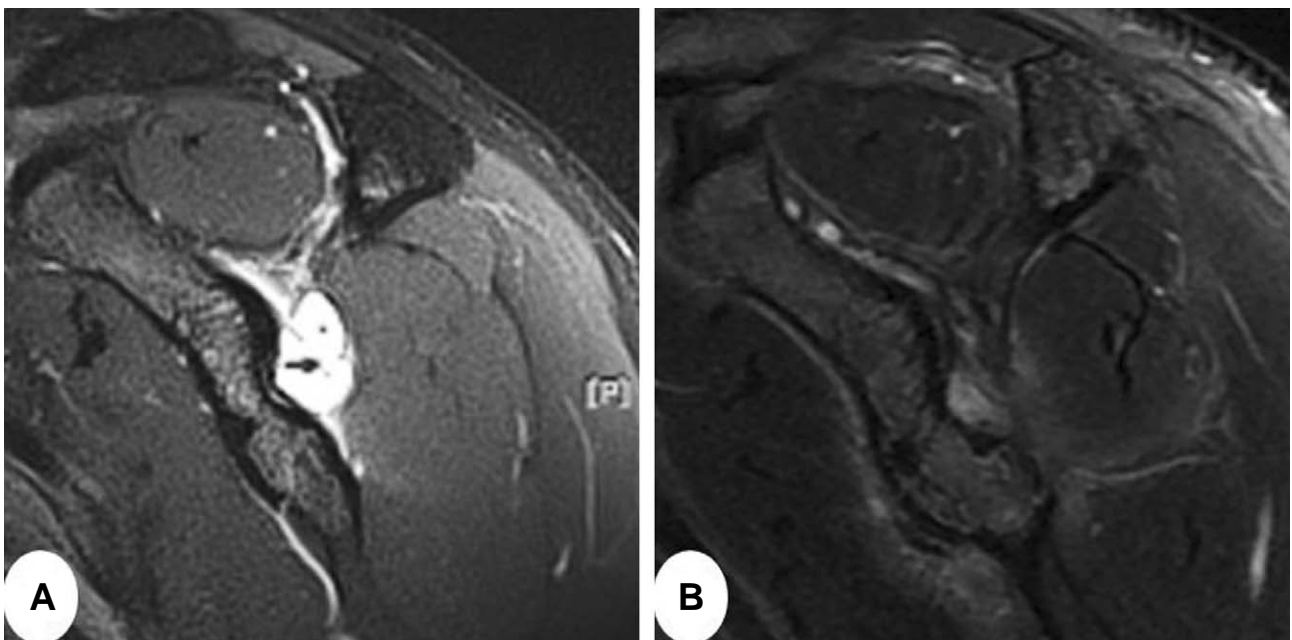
(A) Preoperative and (B) postoperative sagittal T2 weighted MR images show dissolved cystic mass.
